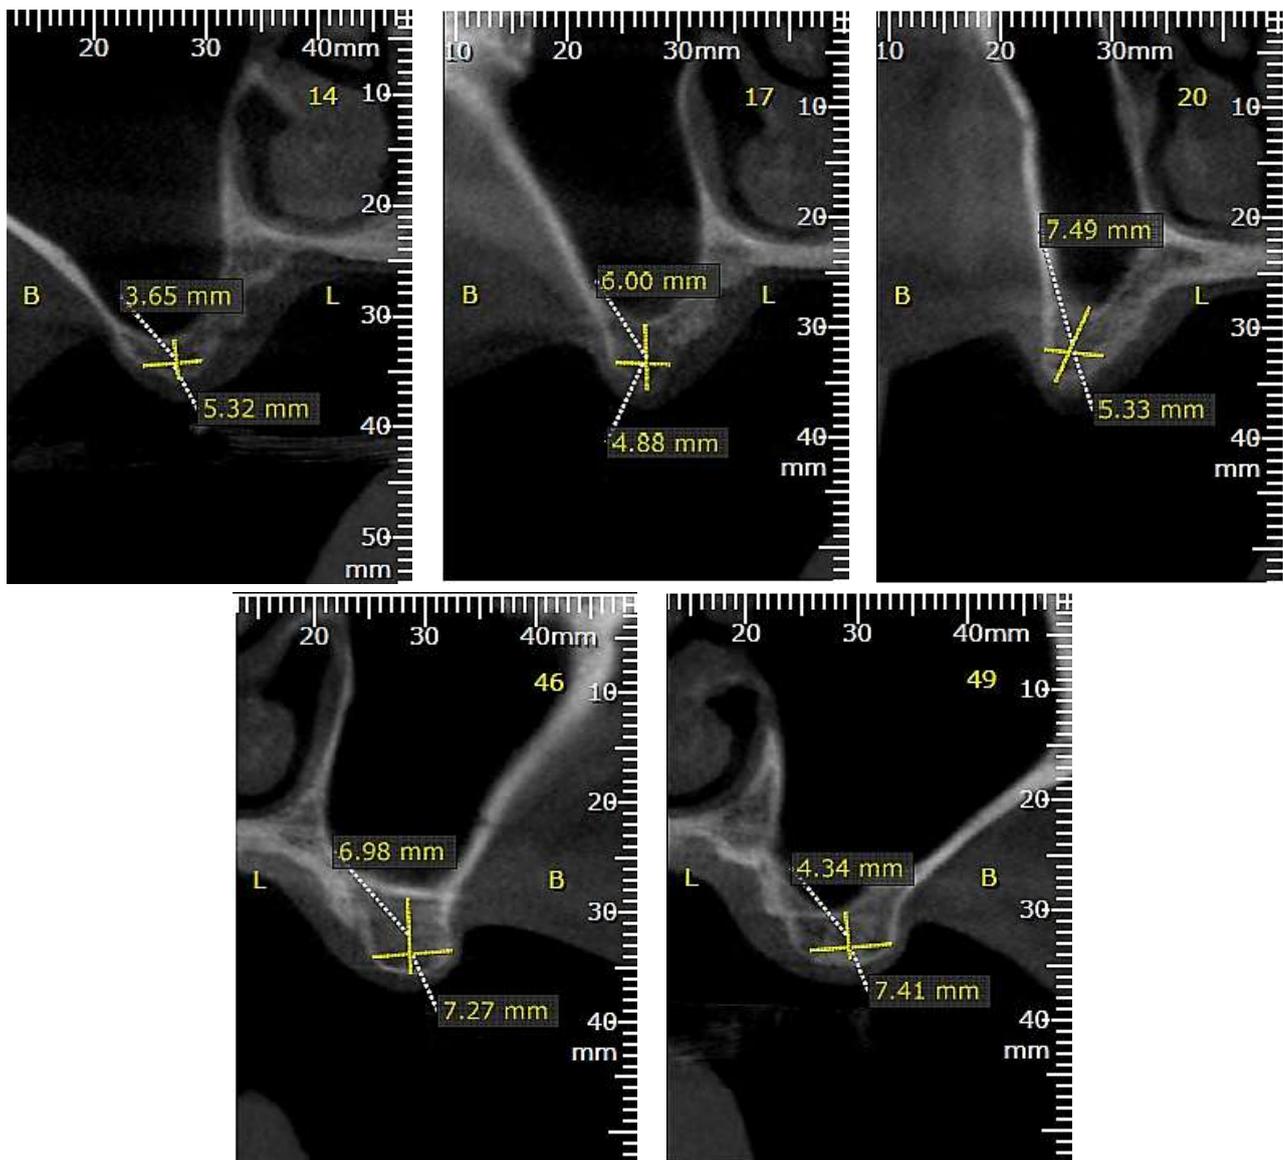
Cortes seccionais da tomografia (14, 17, 20, 46, 49) evidenciando altura óssea residual insuficiente para instalação de implantes.
